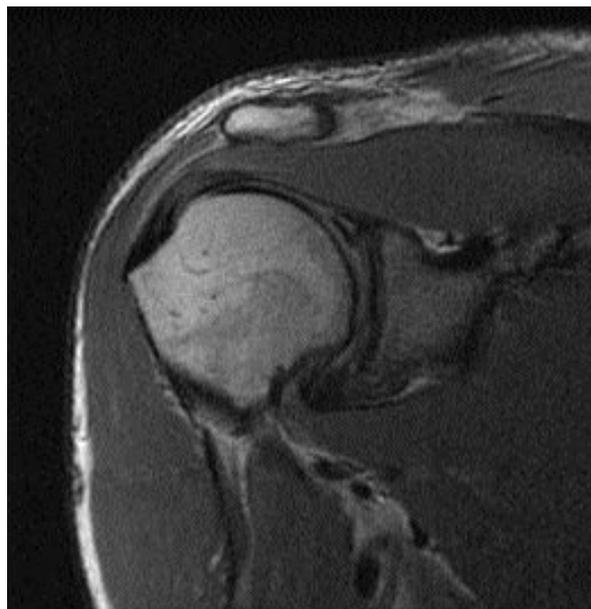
Vue IRM dans le plan frontal. Le tendon du muscle supra-épineux est épais : la voûte est donc large.
